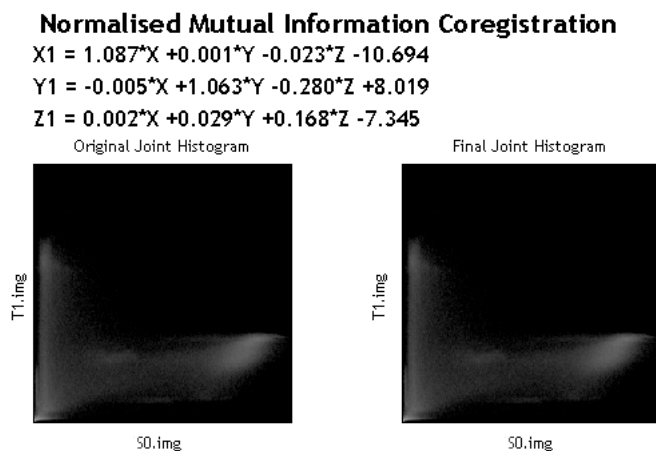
Tipico risultato di coregistrazione tra DSC-MRI e T_1 effettuata con SPM8
